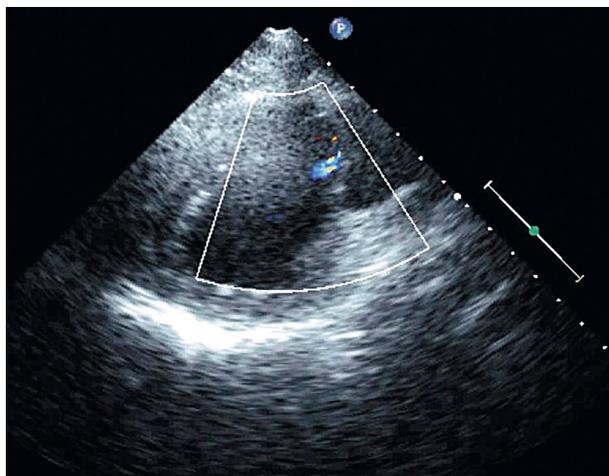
Допплер-эхокардиография. Единственный желудочек сердца. Синий цвет – волна умеренной (I степени) регургитации на аортальном клапане
